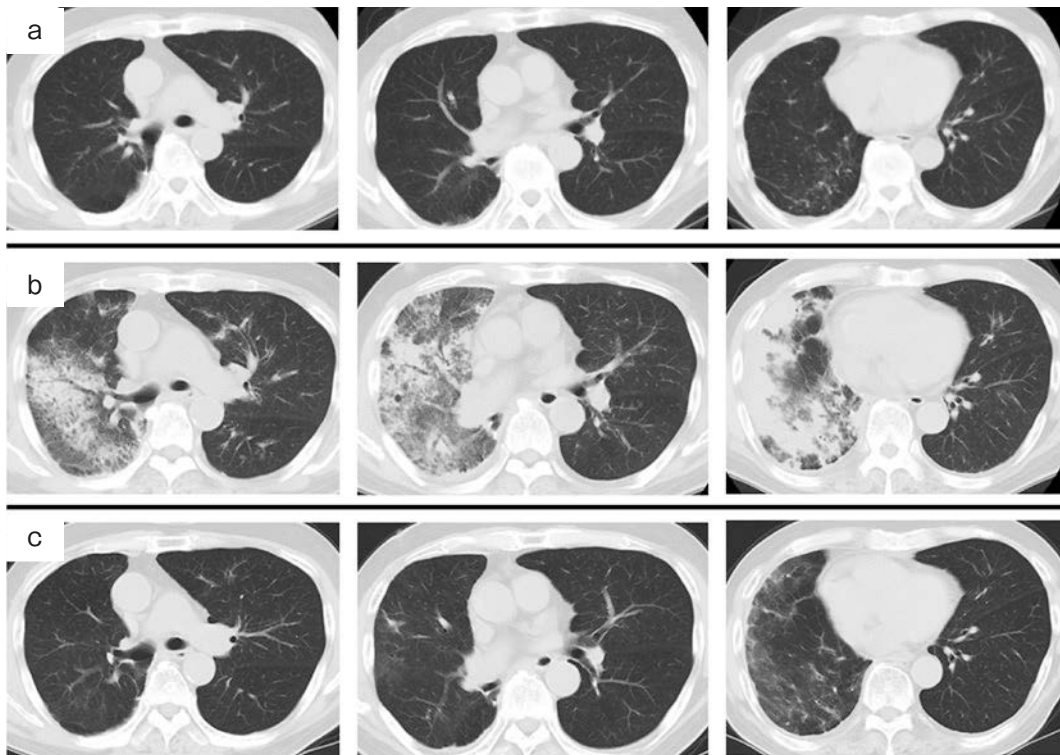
Computed tomography findings. (a) CT before the initiation of pembrolizumab treatment showed a slight ground glass attenuation in the peripheral area of the right middle lobe. (b) CT on the day of admission showed diffuse patchy ground glass opacities and consolidations with air bronchogram predominantly in the right lung. (c) CT performed 35 days after the withdrawal of pembrolizumab and the start of corticosteroid therapy showed improvement.
